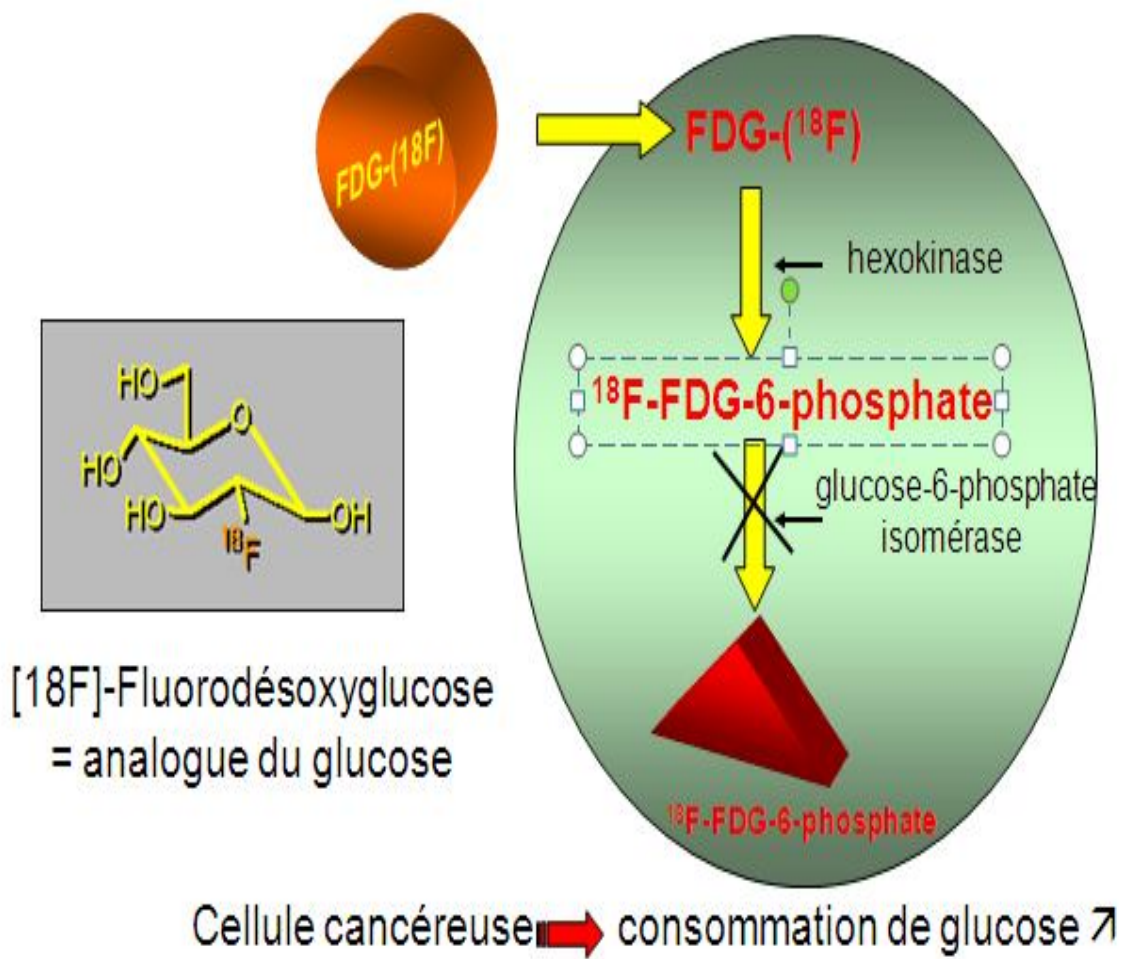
Métabolisme du FDG et biologie tumorale.
